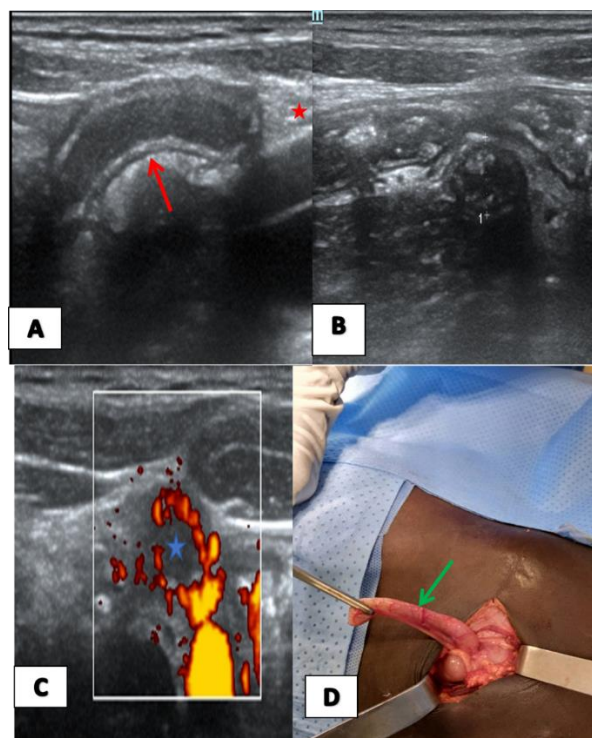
Enfant de 12 ans, reçu pour des douleurs fébriles de la FID. Coupes échographiques longitudinale (A) et transversales (B,C) montrant une structure tubulaire borgne (flèche rouge), apéristaltique, incompressible sous la sonde mesurant 8 mm de diamètre antéro-postérieur avec une paroi hypervascularisée au doppler énergie (étoile bleue) et une infiltration de la graisse adjacente (étoile rouge) compatible avec une appendicite aiguë simple. Vue per-opératoire (D) montrant un appendice tuméfié et rougeâtre (flèche verte) confirmant le diagnostic initial d'appendicite aiguë simple.
